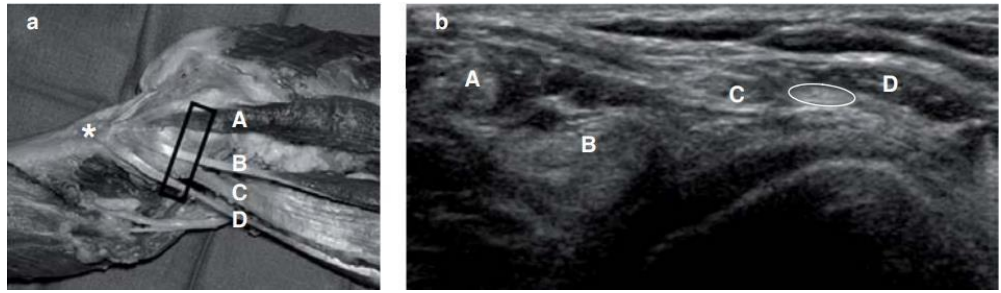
Anatomía normal en ultrasonido.
